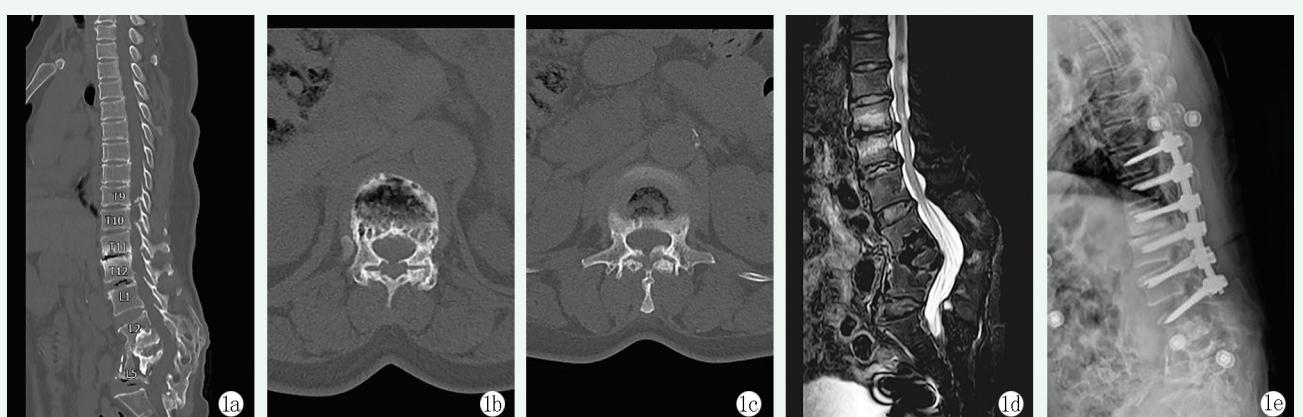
患者女性, 65岁。1a:术前CT矢状位可见脊柱结核融合后畸形(L₂~L₅), 黄韧带骨化(T₉~T₁₂), T_{11/12}、T₁₂L₁椎间隙上下缘骨质毛糙、密度增高, 呈骨质破坏表现, 以T_{11/12}为重; 1b, 1c:T_{11/12}、T₁₂L₁椎间隙水平CT横断扫描见明显的骨质破坏表现及黄韧带骨化; 1d:术前胸腰椎MR矢状位T2压脂像可进一步发现T_{11/12}椎间隙水平脊髓变性表现; 1e:行T₉~L₂全椎板切除椎管减压侧后方植骨融合内固定术, 术后X线片示内固定位置良好。
